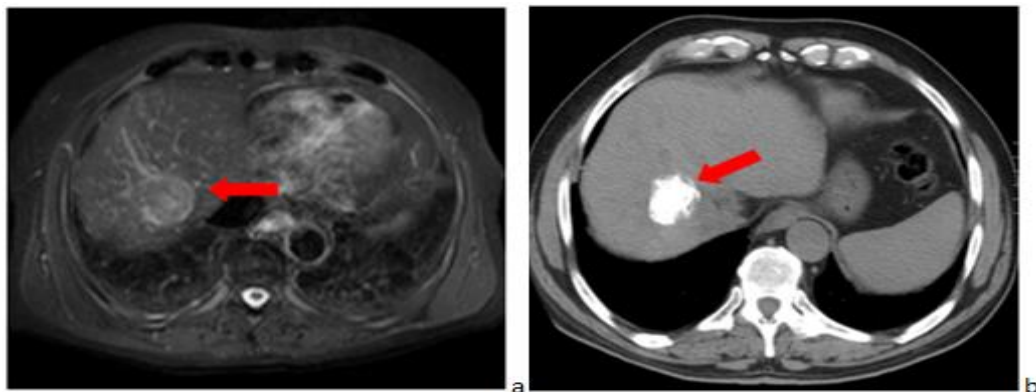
Tomografía computarizada con contraste intravenoso realizada en un paciente de 70 años. a) Se observa, en el segmento hepático VIII, una lesión que capta contraste en fase arterial que corresponde a un carcinoma hepatocelular de 4 cm de diámetro (flecha). b) Tras cuatro semanas de una sesión de quimioembolización transarterial se observa un área bien definida, hiperdensa y de 40 mm, en relación con carcinoma hepatocelular con respuesta completa al tratamiento (flecha).
